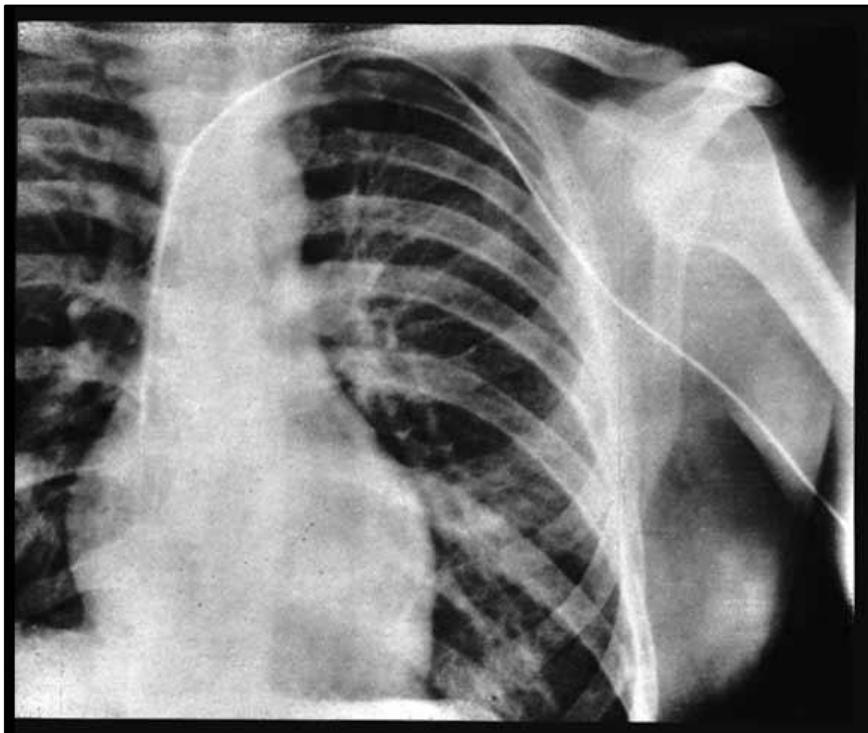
Radiografía de Werner Forssmann con el catéter introducido hasta aurícula derecha
